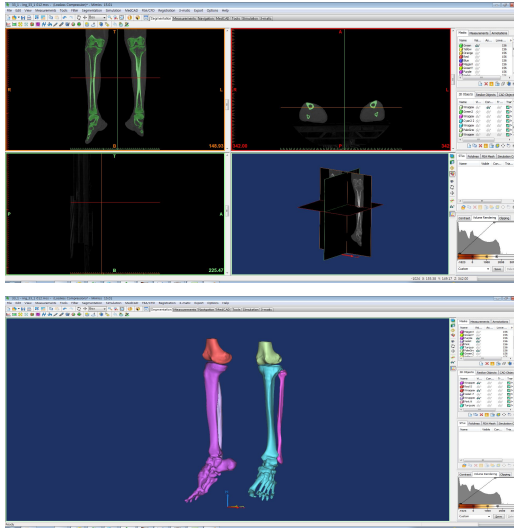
Reconstruction of 3D Morphological Model of Knee Joint Area based on Cadaver CT Images
